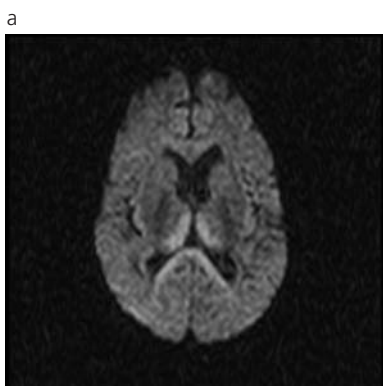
(a) Encefalopatía de Wernicke. RM plano axial DWI. Se puede apreciar un patrón restrictivo molecular en forma bilateral y simétrica en ambos tálamos. (b) El mapa de ADC muestra ambos tálamos con señal iso e hipointensa respecto al parénquima cerebral adyacente.
